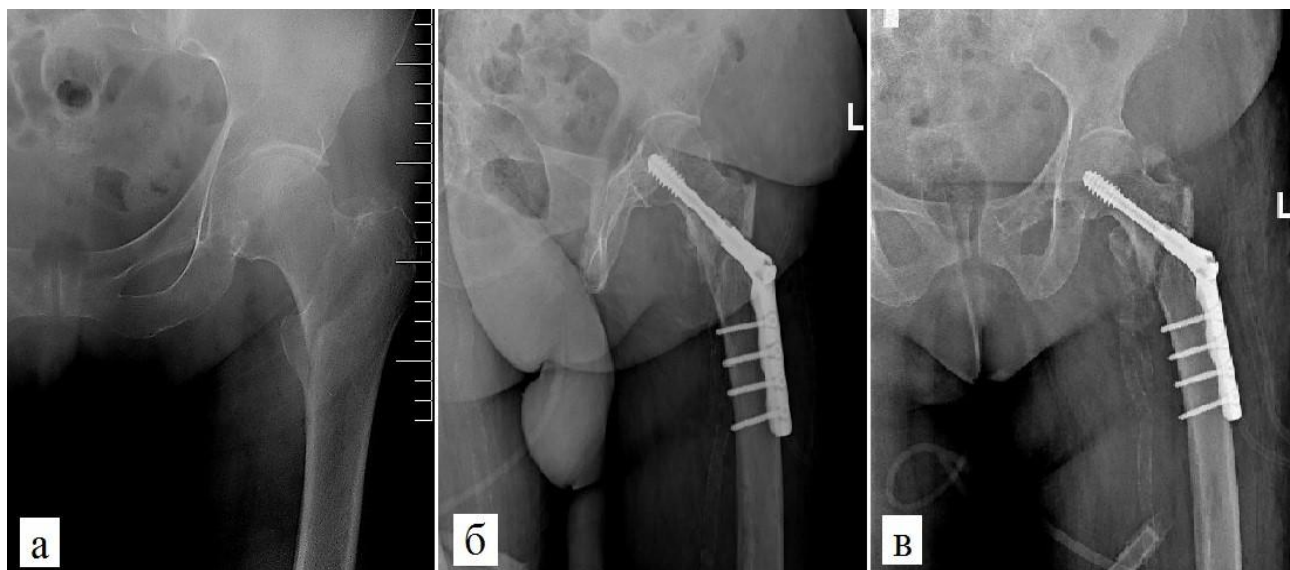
Рентгенограммы пострадавшего 76 лет.
